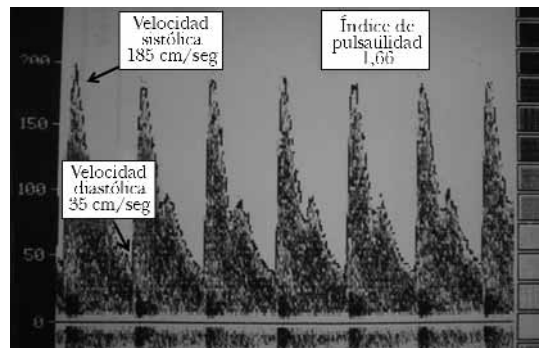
Registro de sonografía Doppler transcranial con alta pulsatilidad de origen extracraneal. La velocidad diastólica se encuentra en rangos de normalidad.
